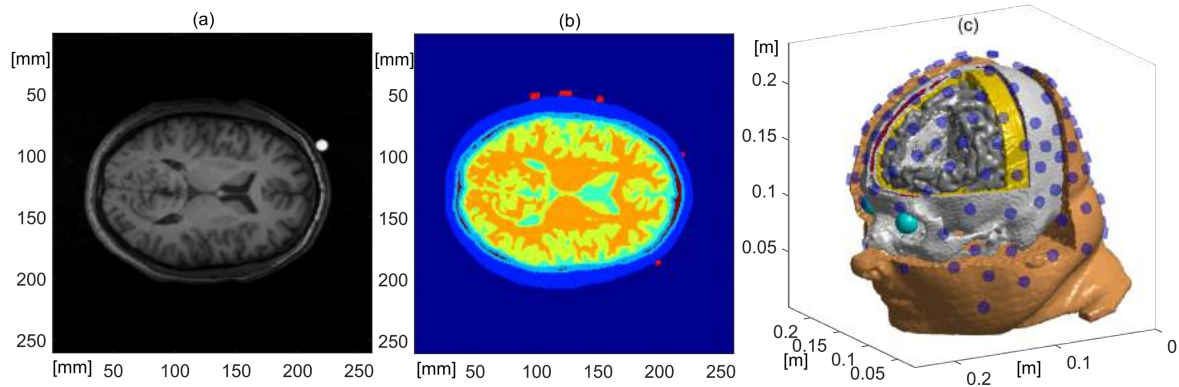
Segmentación y mallado del atlas Colin27<sup>4</sup>. (a) Corte axial de una imagen de resonancia magnética del cerebro. (b) Segmentación del mismo corte. Los electrodos marcados en rojo son agregados artificialmente, y la segmentación del hueso esponjoso se realizó basándose en imágenes de tomografía computada del mismo sujeto. (c) Mallado final del modelo eléctrico donde se distinguen los distintos tejidos.
